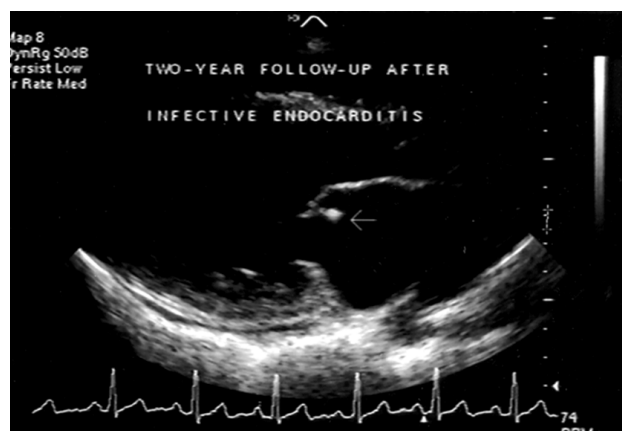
Imagem residual de vegetação aderida à face atrial de cúspide anterior da valva mitral (seta), evidenciada em ecocardiograma transtorácico dois anos após episódio de endocardite infecciosa por *S. aureus*.
